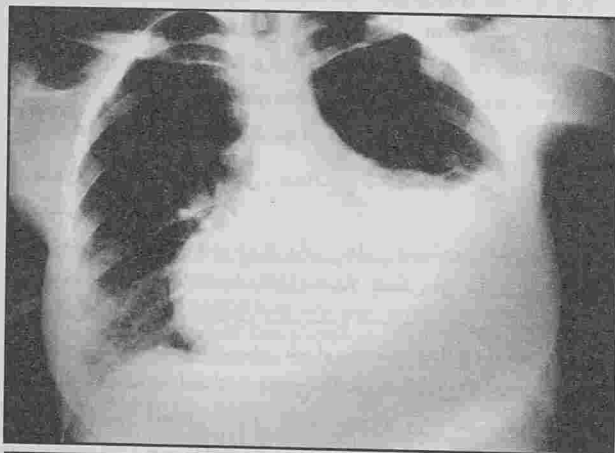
Radiographie thoracique : Opacité pleuro-parenchymateuse basale gauche
